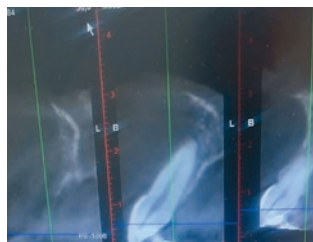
Компьютерная томография верхней челюсти
